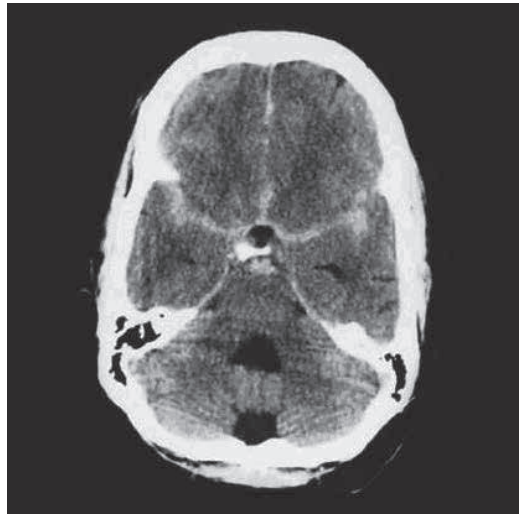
TC correspondiente a Grado III de Fisher: obsérvese la cantidad de sangre en capas verticales mayor a 1 mm
